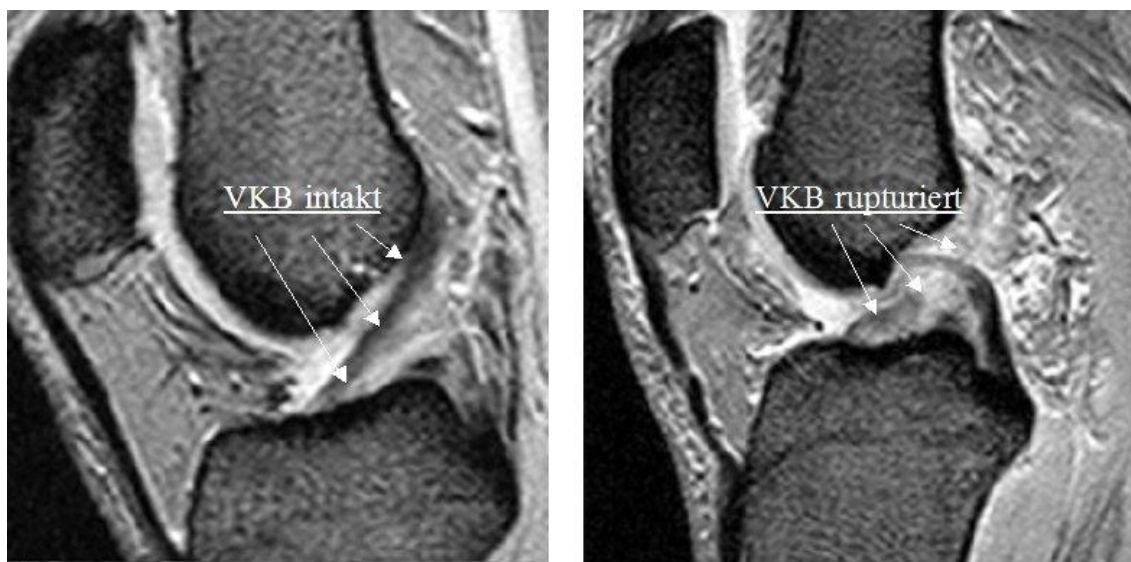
MRT-Darstellung in der sagittalen Ebene (intaktes/rupturiertes VKB)
